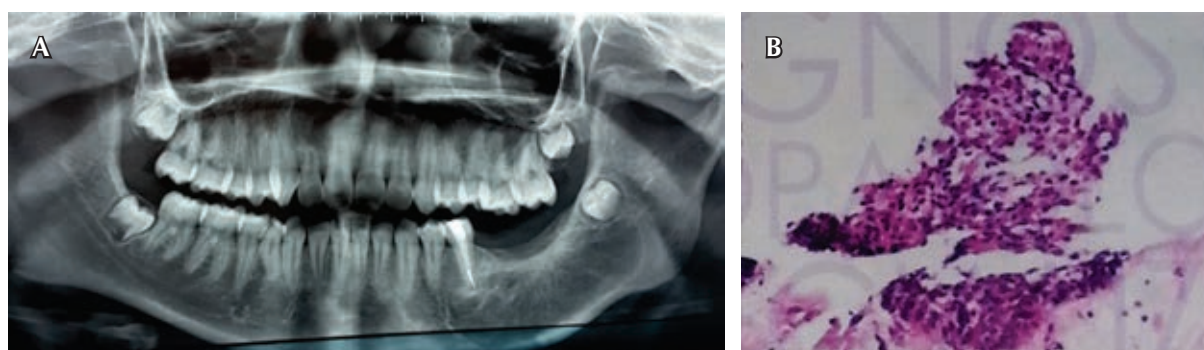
A) Ortopantomografía después de un año del primer tiempo quirúrgico, donde se aprecia la presencia del segundo premolar inferior izquierdo y el tercer molar inferior izquierdo. Con presencia de zonas traslúcidas grisáceas. B) Cortes con hematoxilina y eosina donde se observan espículas de hueso con áreas de necrosis e infiltrado inflamatorio de tipo agudo, en los fragmentos se identifica una cápsula compuesta por tejido fibroso y escasas células de tamaño pequeño con escaso citoplasma.
